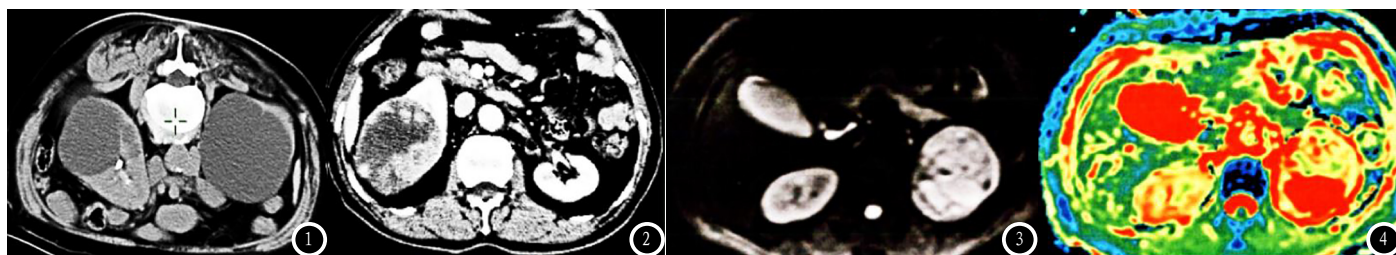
肾脏占位病变患者的CT图像。图3 肾脏占位病变患者的DWI图像。图4 ADC伪彩图。
